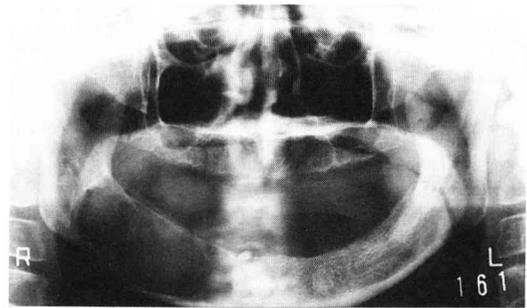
Panoramic radiograph showing the resorption of bone at lower right half of the mandible.
